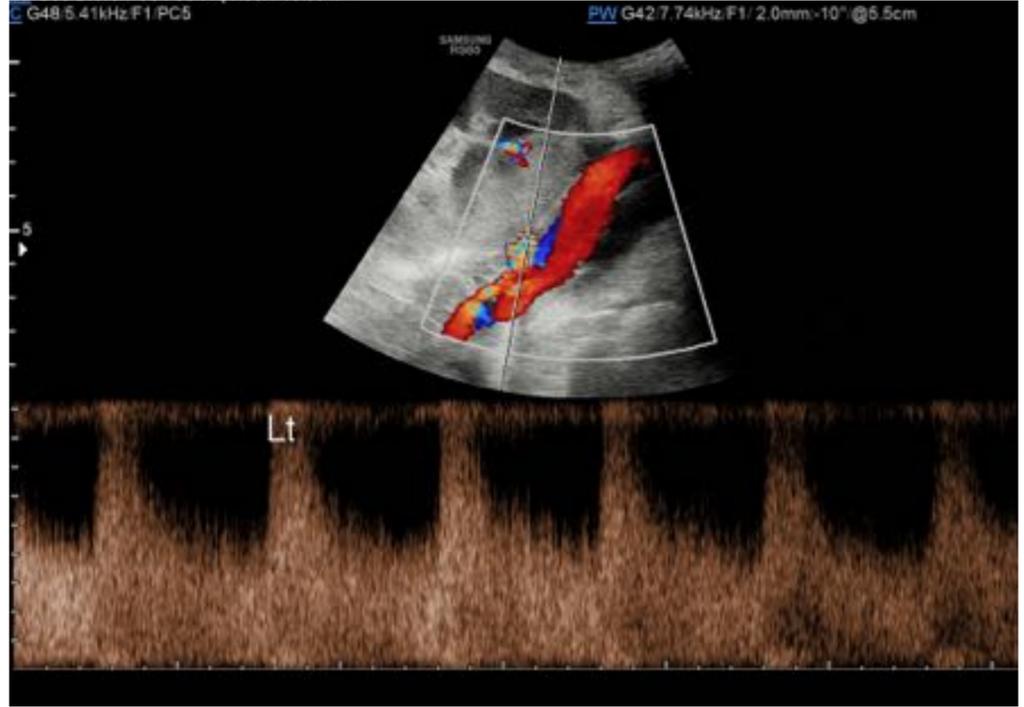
Estenosis de la arterial renal, con aumento focal de la velocidad en el Doppler espectral y fenómeno de aliasing en el Doppler color próximos a la anastomosis.
